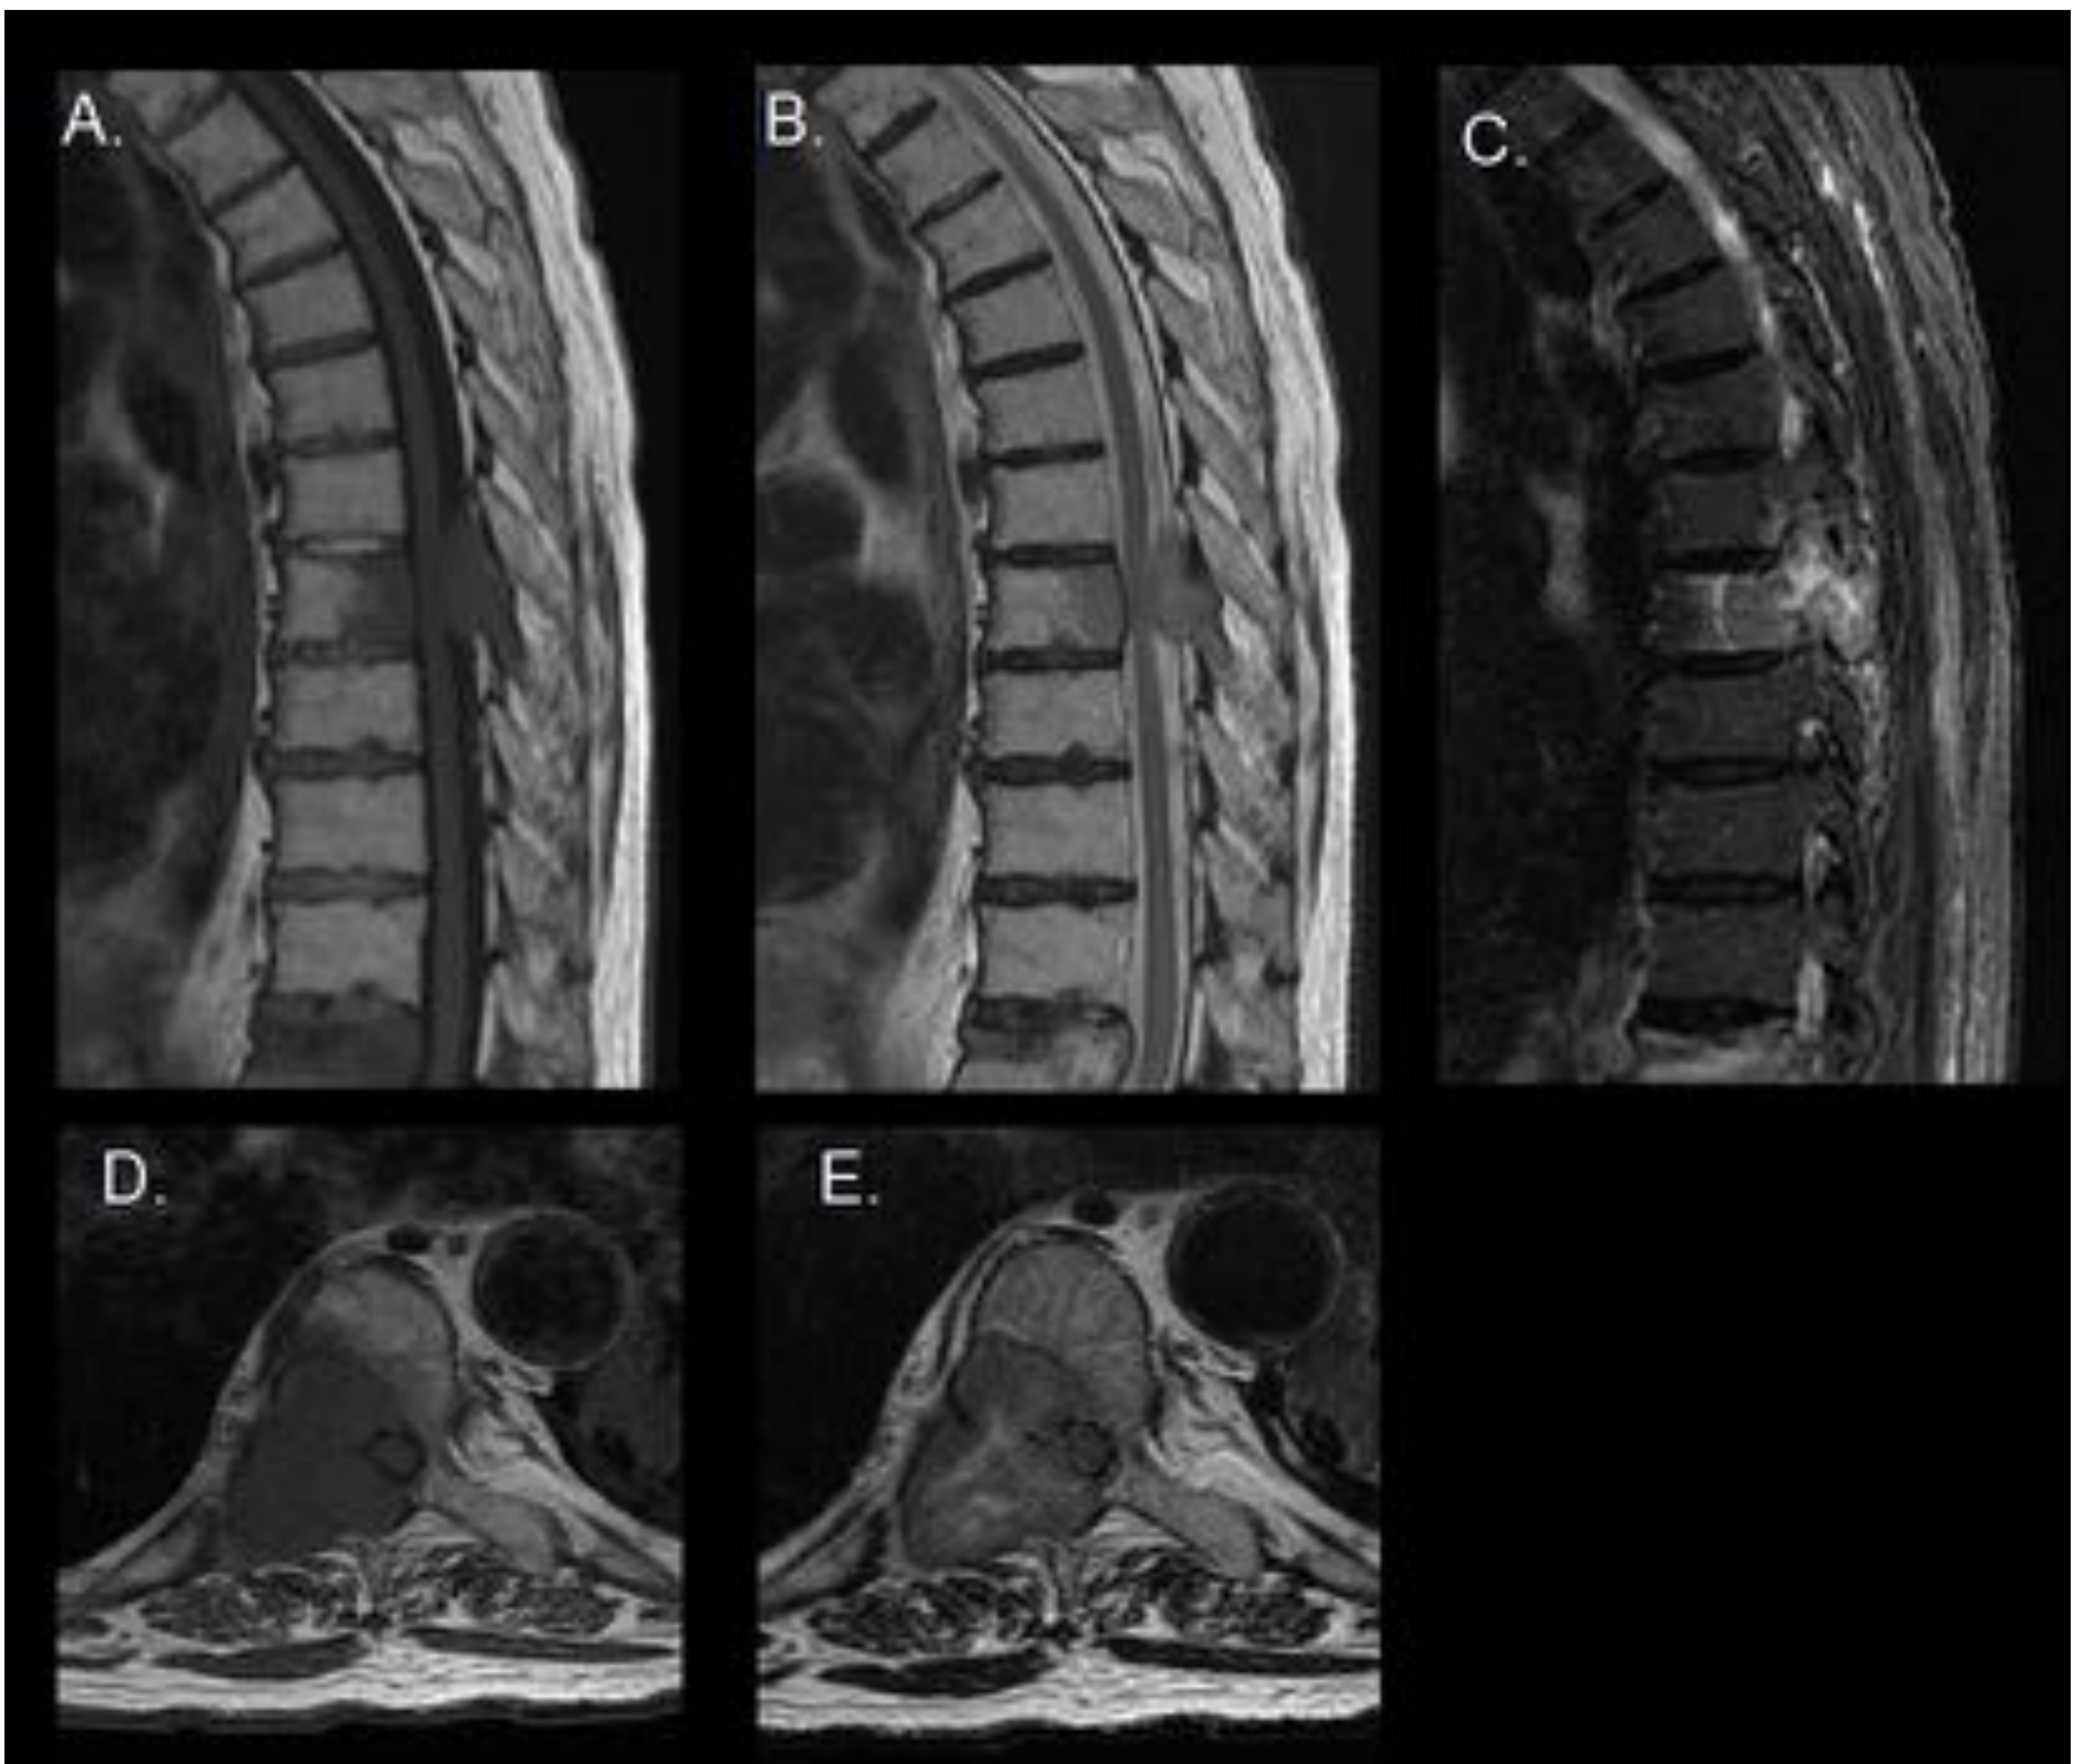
Metástasis óseas RM de columna dorsal en el plano sagital T1 (A) T2 (B) STIR (C) y en el plano axial T1 (D) y T2 (E)
